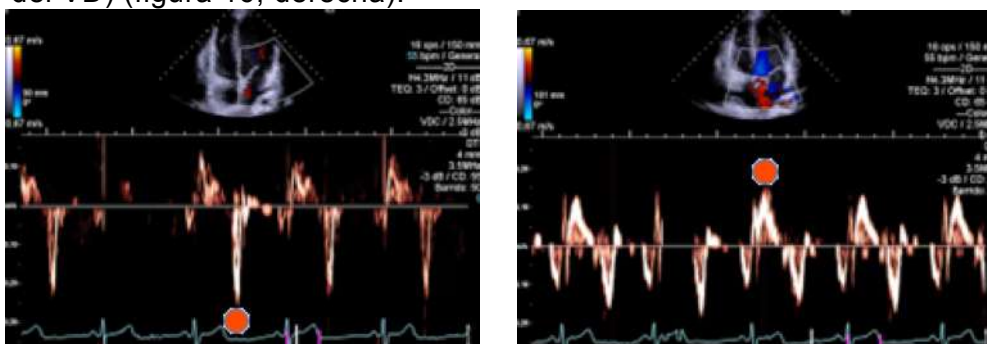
IZQUIERDA: DOPPLER TISULAR EN ANILLO MITRAL (MARCA SOBRE LA ONDA E'). DERECHA: DOPPLER TISULAR SOBRE EL ANILLO TRICUSPÍDEO (MARCA SOBRE LA ONDA S')
